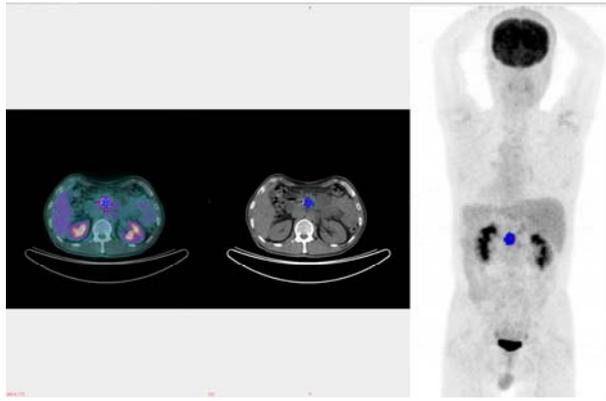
FDG-PET/CT の MTV 測定
